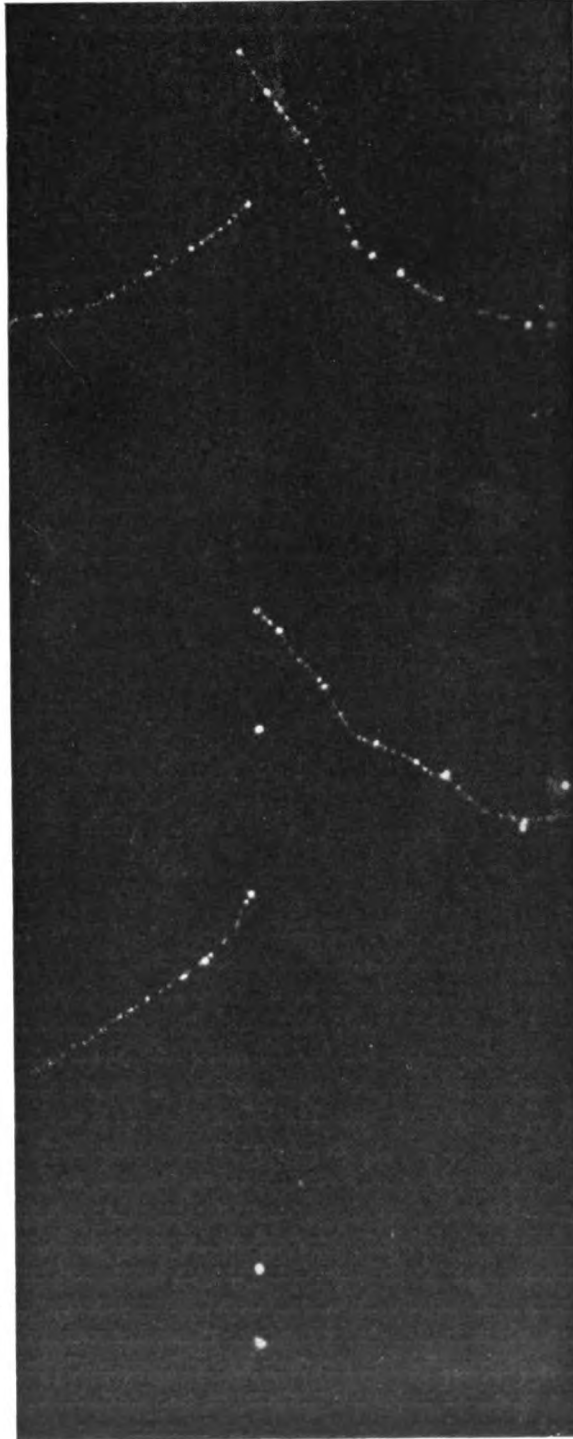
Nebelaufnahme von Elektronenbahnen von C. T. R. Wilson. Lange Bahnen mit starker Vorwärtskomponente. Kugelbahnen. Zylindrisches Röntgenstrahlbündel, 0,5 mm Durchmesser, mit 0,08 mm Kupfer gefiltert. Enddruck 19 cm.
